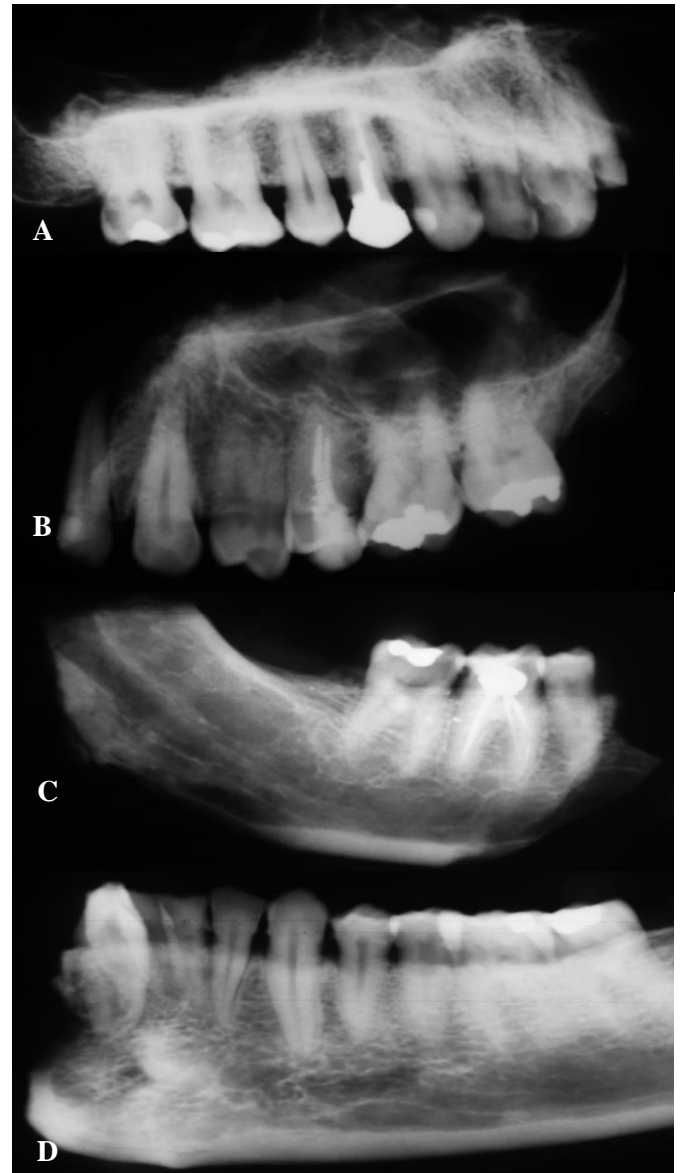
Radiografías postmortem del maxilar (A y B) y de la mandíbula (C y D).
